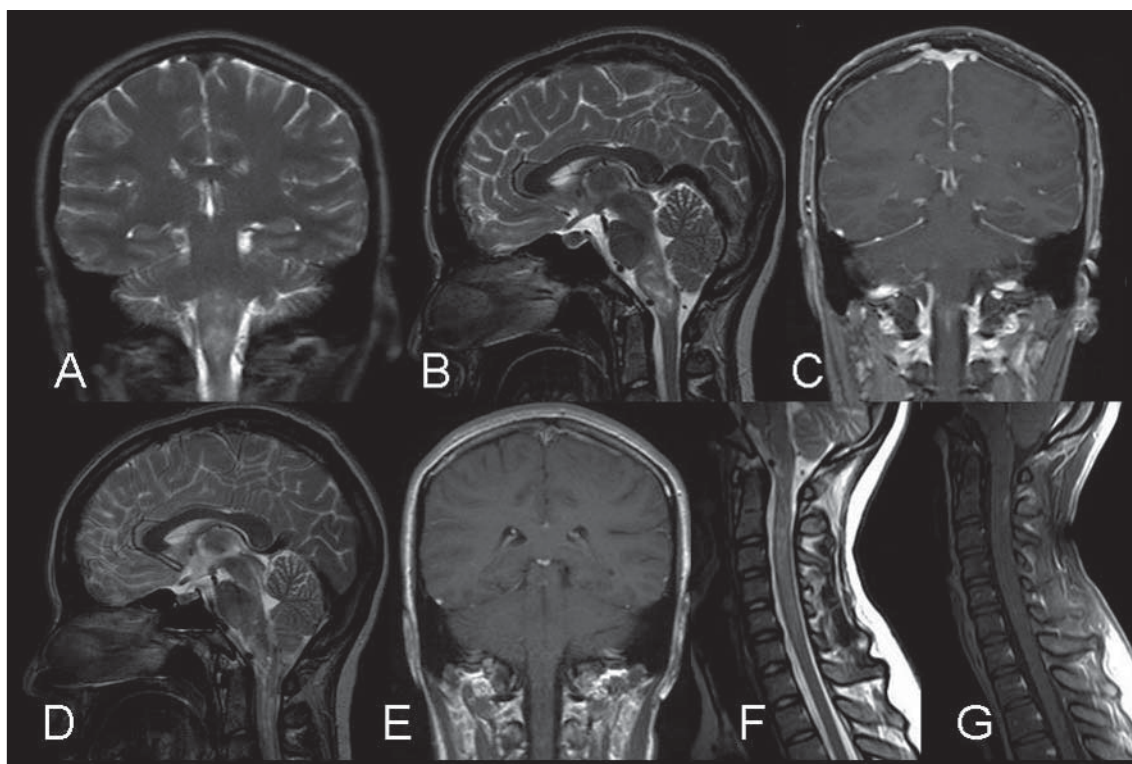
Caso 2. RM cerebro y columna cervical: secciones coronal potenciada en T2 (A); sagital potenciada en T2 (B) y coronal potenciada en T1 gadolinio (C) a nivel de encéfalo, demuestran incremento de señal y aumento de volumen del tronco encéfalo en el bulbo y en la unión bulbo medular, con discreta impregnación del gadolinio. Control al mes de evolución: secciones sagital potenciada en T2 (D), coronal potenciada en T1 gadolinio (E) a nivel de encéfalo y sagital potenciada en T2 (F) y T1 gadolinio (G) a nivel de médula cervical, demuestran significativo incremento de la intensidad de señal descrita en el tronco encéfalo y de la médula espinal, con regresión del patrón de impregnación del tronco cerebral y sutil impregnación a nivel de la médula espinal.
